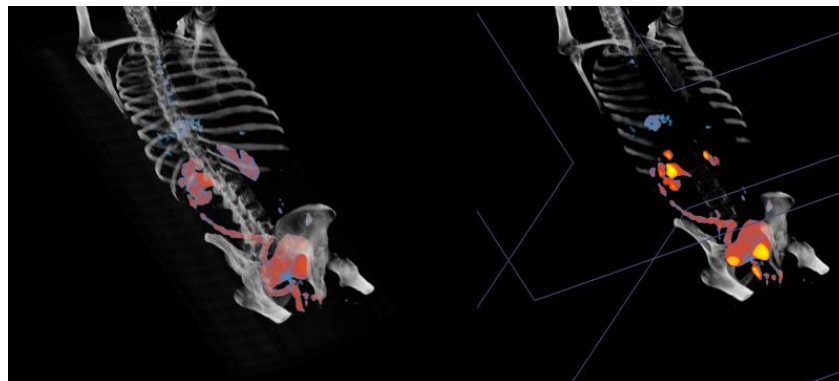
Duas imagens de PET/CT, obtida em fase pós-radioterapia externa e pré-braquiterapia, em modo de visualização 3D. De notar que a imagem B se apresenta seccionada, como forma de avaliar o foco hipercaptante correspondente ao tumor, que se encontra mais posterior e a bexiga.
